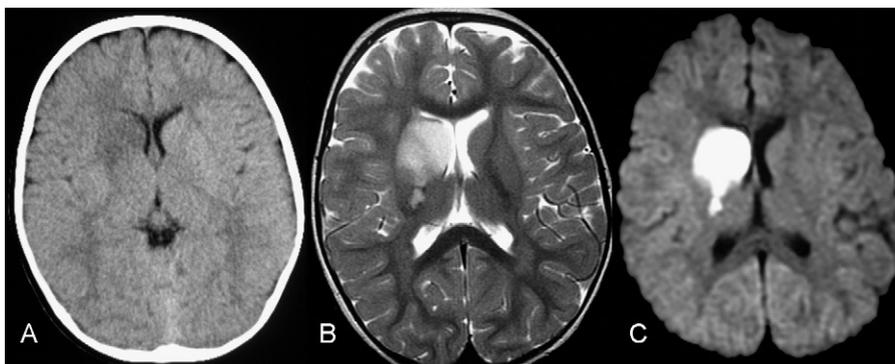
A: en la imagen axial de tomografía computarizada se observa una lesión hipodensa en los ganglios basales derechos con leve efecto de masa en el asta frontal ipsilateral. B: en la secuencia ponderada en T2 en el plano axial, la lesión es hiperintensa y afecta al núcleo caudado, lenticular, brazos anterior y posterior de la cápsula interna. C: en la secuencia potenciada en difusión, se observa una lesión hiperintensa, por la restricción al movimiento del agua debido al edema citotóxico.
